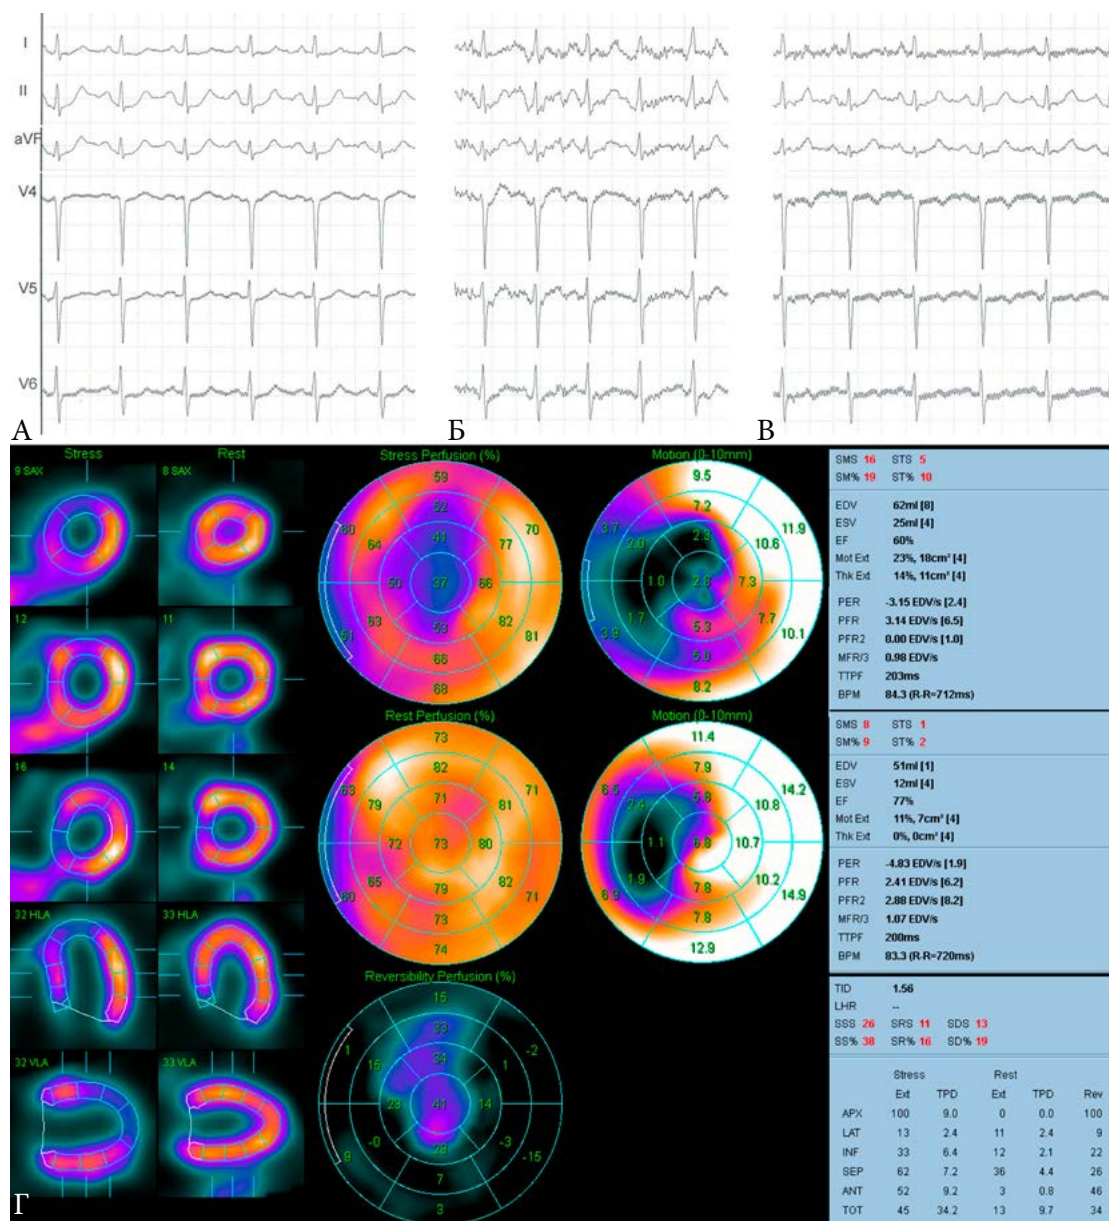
Выраженная преходящая ишемия миокарда (по данным срочно выполненной КАГ – критический стеноз ствола ЛКА), выявленная при сомнительном результате пробы с АТФ у пациента 67 лет с жалобами на одышку при ускоренной ходьбе. А. Исходная ЭКГ, ЧСС 62/мин, полная БПНПГ. Б. ЭКГ на фоне выполнения пробы в полном объеме (введение натрия АТФ в дозе 140 мкг/кг за 6 минут). На ЭКГ горизонтальная депрессия ST(T) на 1.5 мм в отведении V4, сопровождаемая чувством дискомфорта за грудиной. ЭКГ восстановилась к 2 минуте отдыха. В. По данным перфузионной ОЭКТ – признаки интрамурального ПИКС боковой локализации, распространенная преходящая ишемия миокарда, вероятно, с вовлечением ствола ЛКА. Комментарий по результату исследования: проба с АТФ расценена как сомнительная, однако результаты ОЭКТ миокарда требуют выполнения КАГ и реваскуляризации по жизненным показаниям, т.к. предполагается критическое поражение ствола ЛКА или ПНА+ОА.
